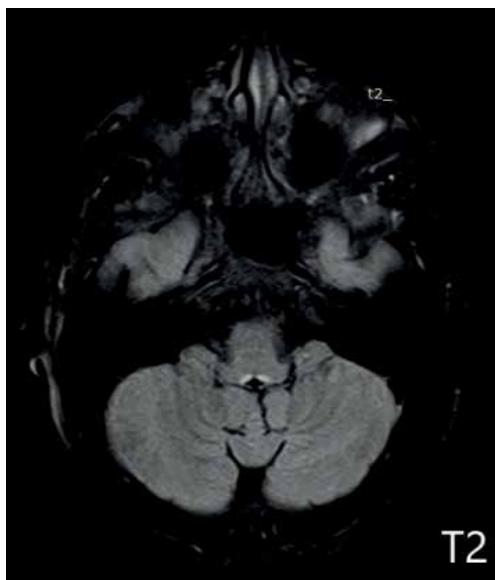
Пациент Я., 14 лет. Магнитно-резонансная томография головного мозга: симметричные патологические очаги сигнала вдоль ликворопроводящей системы, на уровне срединной апертуры Мажанди, повышенной интенсивности на T2-взвешенном изображении
